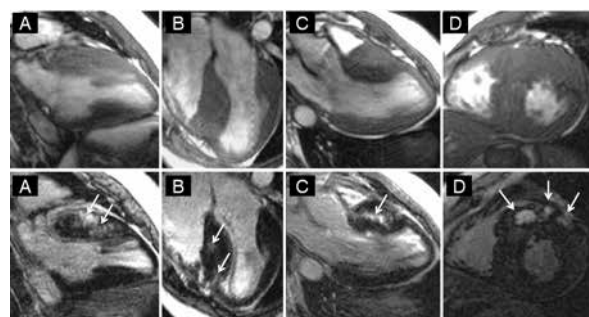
Exemplos de pacientes com CMH (A, B, C e D). Acima as imagens da cine-ressonância em diástole mostrando hipertrofia assimétrica, e abaixo as imagens de realce tardio com fibrose miocárdica (setas). CMH, cardiomiopatia hipertrófica.
